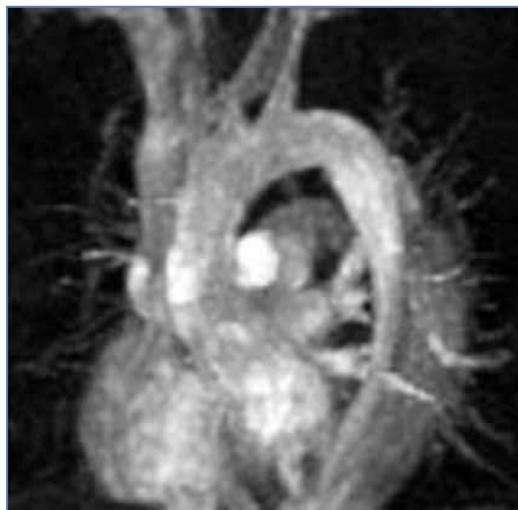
Angiorresonancia de un paciente con una disección tipo B clásica
